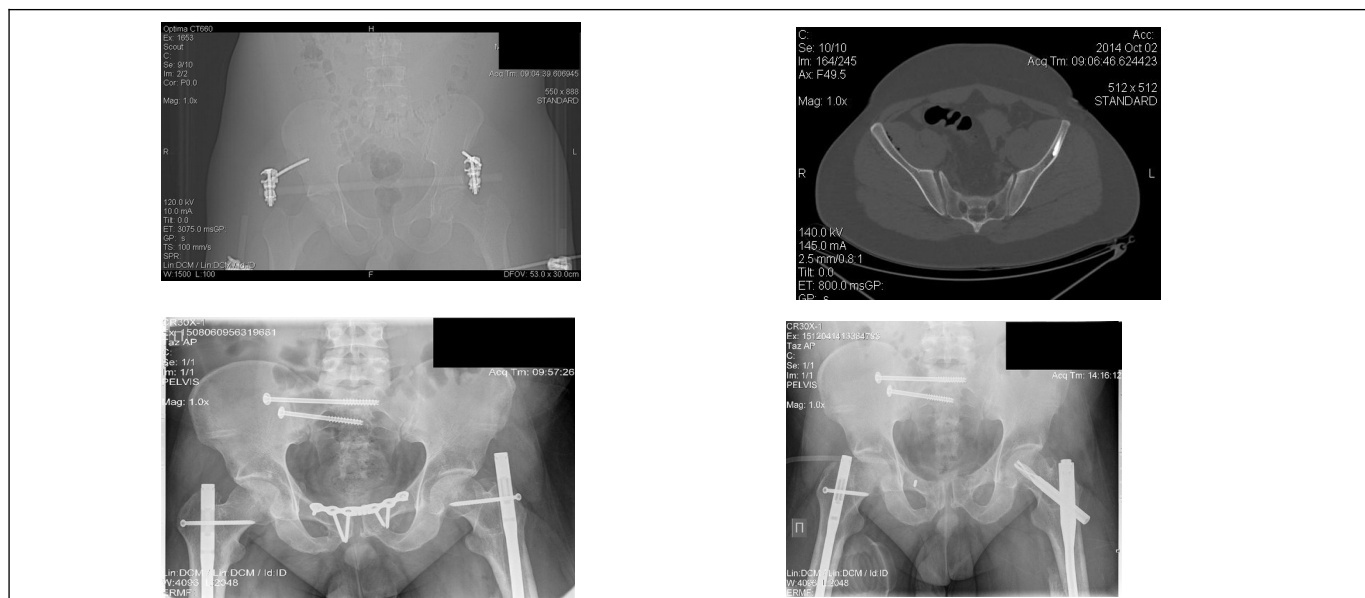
Пациент М., 30 лет. Вверху - рентгеновский снимок и КТ-скан таза при поступлении, внизу слева - рентгеновский снимок после остеосинтеза повреждений таза, внизу справа - рентгеновский снимок после удаления пластины с лонного сочленения.
